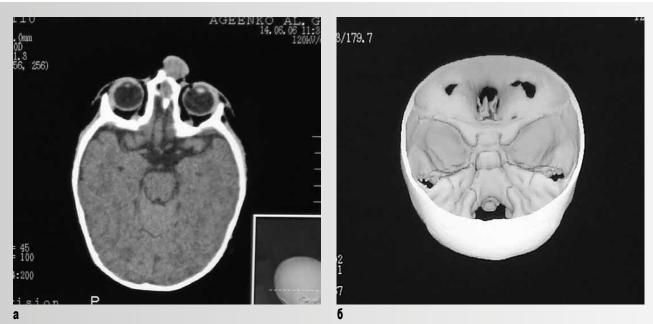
Компьютерные томограммы пациента A. а – в аксиальной проекции; б – 3D-реконструкция. Слепое отверстие расширено до 1,5×1,7 см, в левой носовой кости дефект 0,7×0,5 см, содержимое передней черепной ямки через образованный канал распространяется под кожу левой носо-глазничной области
